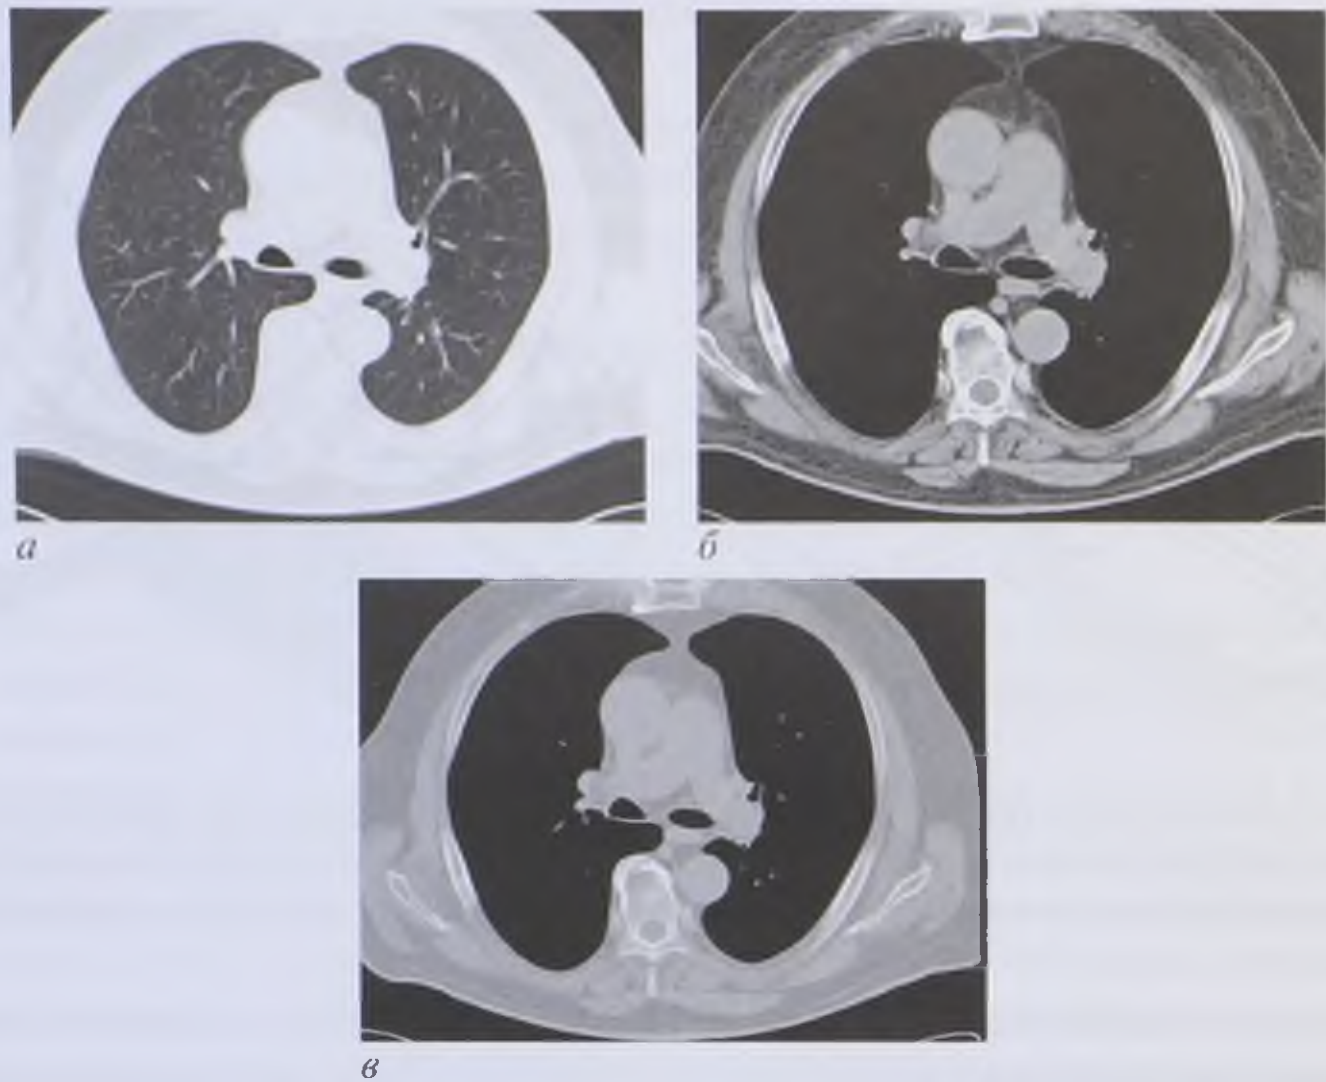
Компьютерная томограмма груди на одном и том же уровне в разных электронных окнах: *а* — легочном (центр — 600 HU, ширина — 1200 HU); *б* — мягкотканном (центр — 50 HU, ширина — 350 HU); *в* — костном (центр — 350 HU, ширина — 1200 HU)
